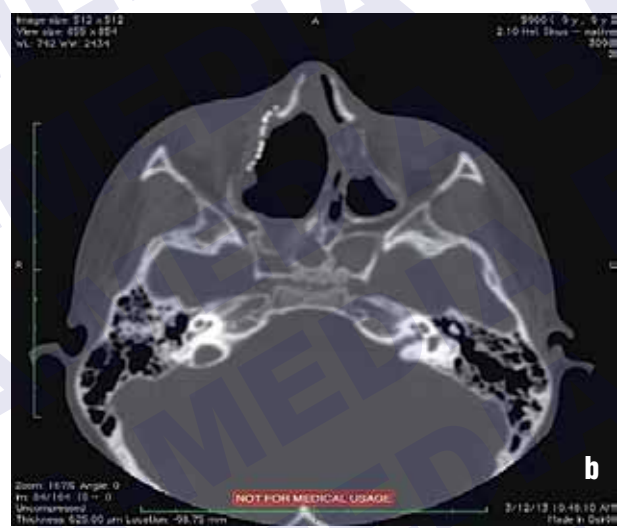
КТ околоносовых пазух после операции (а) коронарная проекция, б) горизонтальная проекция) — реактивные явления послеоперационной области, медиальная стенка орбиты справа представлена титановой пластиной, данных за наличие новообразования нет
